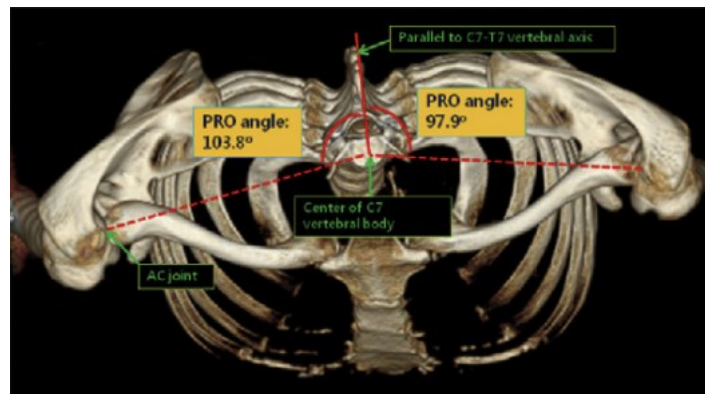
3-dimensional wing computer tomography, PRO-Winkel (41) (bearbeitet)
